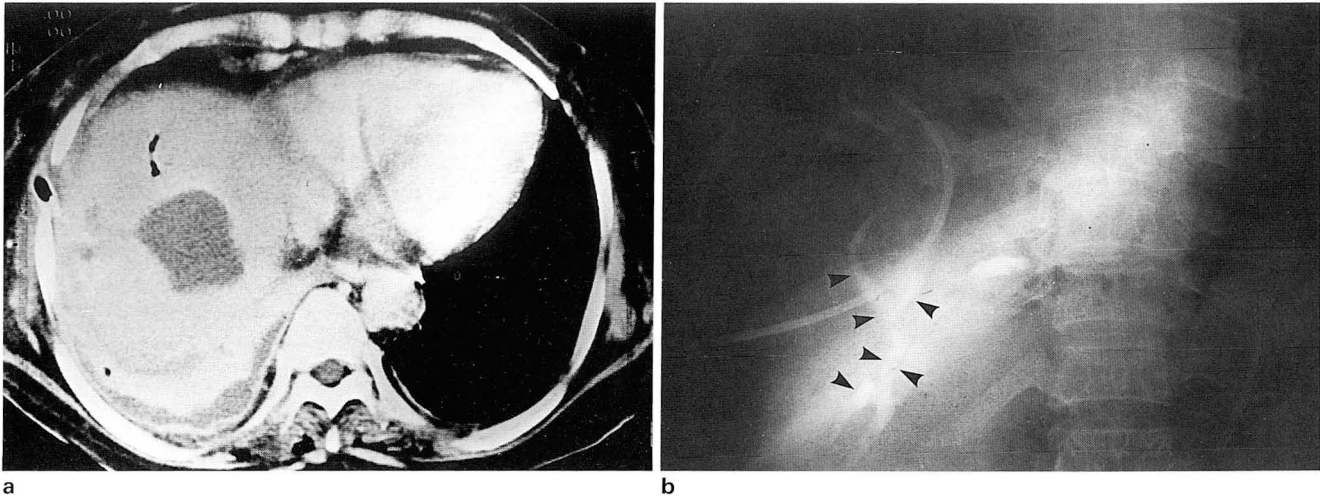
a. Postcontrast CT scan shows a relatively well-defined mass in the right hepatic lobe associated with pneumobilia. b. Abscessogram demonstrates opacification of the intrahepatic ducts (arrowheads) suggesting communication between the abscess and the intrahepatic ducts.
